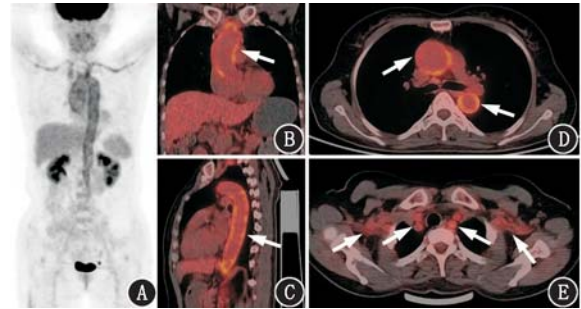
巨细胞动脉炎患者 (女, 57 岁) ¹⁸F-脱氧葡萄糖 (FDG) PET/CT 显像图 (箭头示病灶)。A. PET 最大密度投影图可见双侧锁骨下动脉、双侧颈总动脉起始段、头臂干、升主动脉、主动脉弓、降主动脉及腹主动脉上段管壁代谢弥漫增高, 代谢增高区沿血管壁走行并呈条状连续分布; B~D. 冠状面、矢状面及横断面 PET/CT 融合图像示升主动脉、主动脉弓及降主动脉代谢弥漫环周增高, 相应部位血管壁未见明显钙化; E. 横断面 PET/CT 图像示双侧锁骨下动脉及颈总动脉起始段代谢增高
